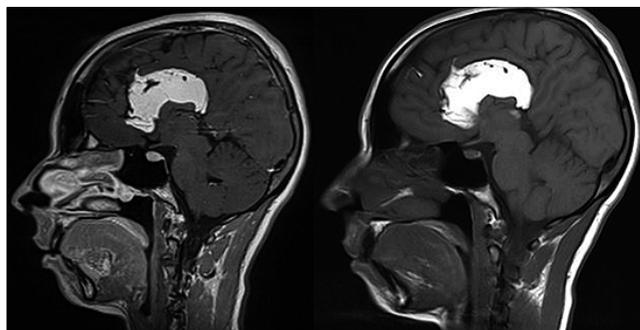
MRI brain, coronal section, reports high intensity lesion sequence T1 and T2, which is performed with the dye and is in supracallosa midline.
